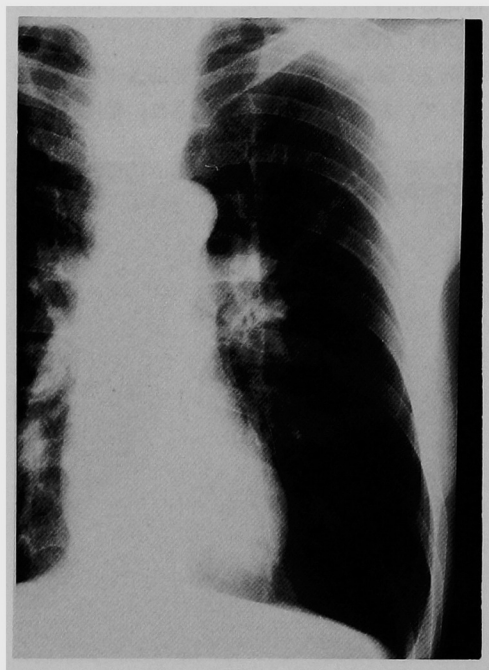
症例2 胸部X線写真。左肺門部の腫大を認める。
